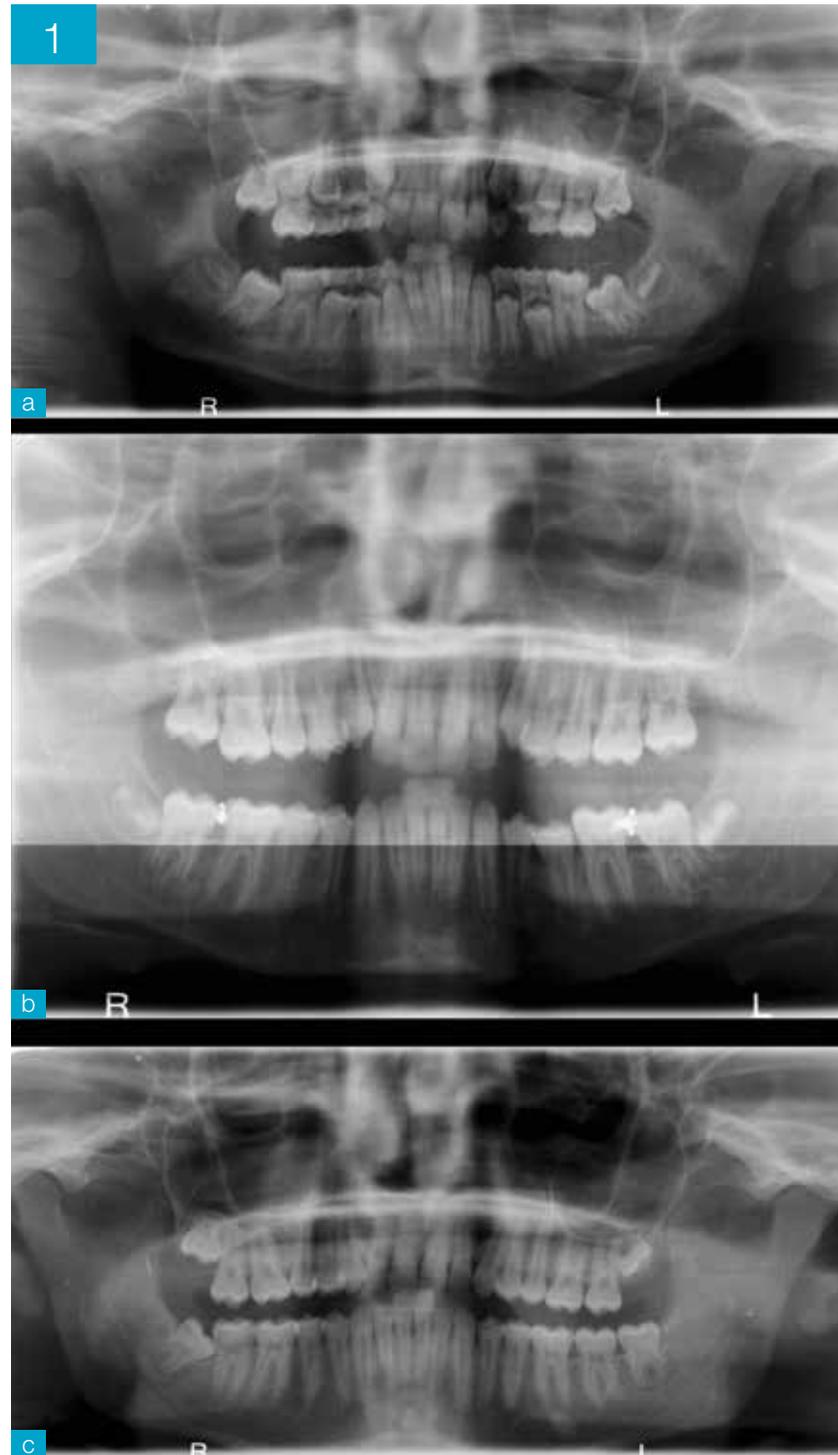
c (a) Rx ortopantomica pre-trattamento che mostra l'inclusione bilaterale di 3.7 e 4.7. (b) Rx ortopantomica durante il trattamento che mostra la presenza del filo di ottone tra 3.6 e 3.7 e tra 4.6 e 4.7. (c) Rx post-trattamento, dove si può osservare la corretta inclinazione del secondo molare mandibolare senza germectomia di 3.8 e 4.8.
